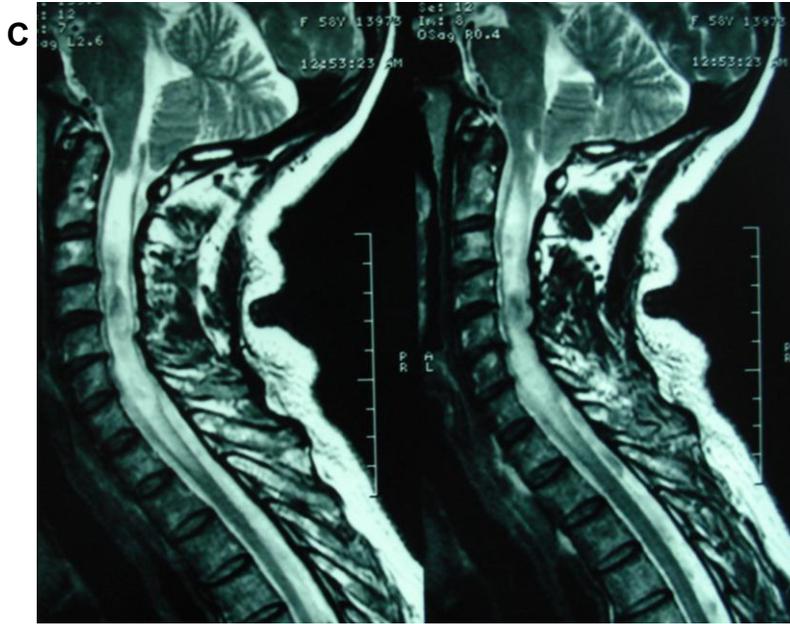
RM en fase T2 cortes sagitales con foco en región cráneo-cervico-torácica, se aprecia descenso de amígdalas cerebelosas a través del foramen magno hasta el borde superior de C1, y la presencia de una cavidad siringomielica que se extiende desde C1 a T2.
